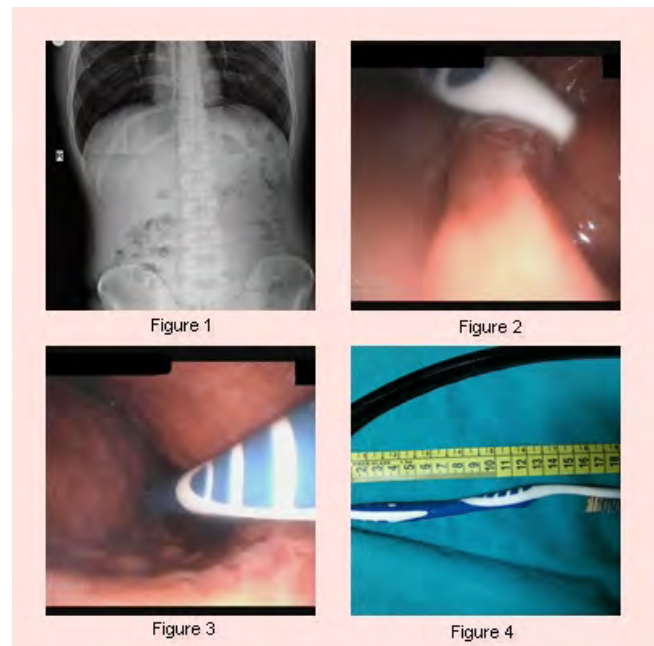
Plain X-ray of chest and abdomen six hours later.
